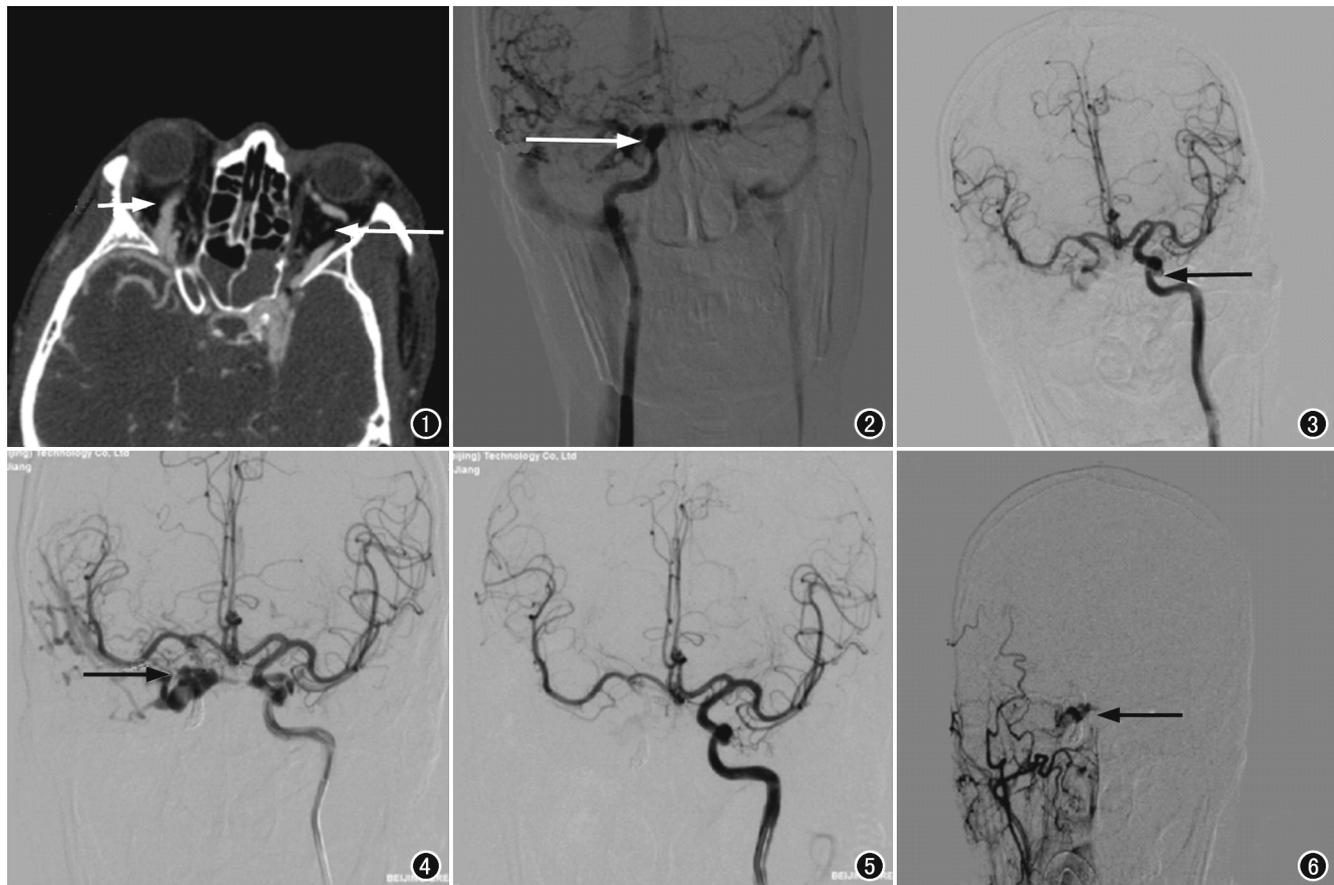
CTA 横轴面图像示右侧眼静脉(短箭)充盈较左侧眼静脉明显(长箭)。图 2 第一次栓塞术后右侧颈内动脉 DSA 图像, 右侧海绵窦依然显影(箭)。图 3 第一次栓塞术后左侧颈内动脉 DSA 图像, 左侧海绵窦显影(箭)。图 4 第二次栓塞术后 DSA 图像, 右侧海绵窦依然显影(箭)。图 5 第二次栓塞术血栓形成后 DSA 图像, 患者海绵窦瘘口已封闭。图 6 右侧颈外动脉 DSA 图像, 右侧海绵窦同脑膜副动脉间交通, 右侧海绵窦显影(箭)。
